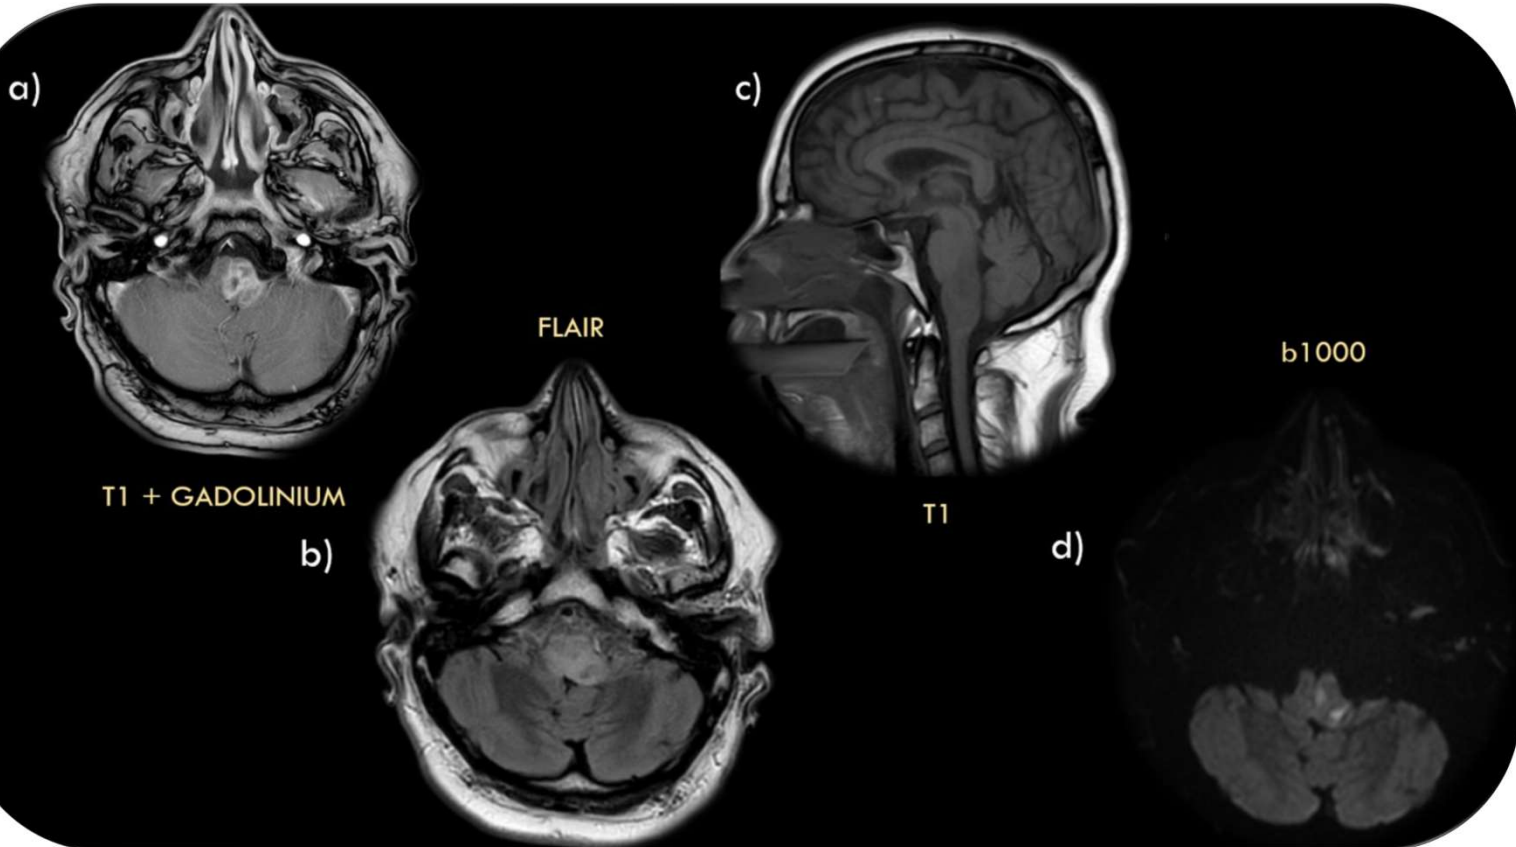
Estudio de RM de un paciente con rombencefalitis por *Listeria monocytogenes*. Área de hiposeñal afectando al margen posterior de la protuberancia y bulbo raquídeo (imagen c). En la secuencia T1 con contraste, se observan varias zonas con realce en anillo irregular en contexto de abscesos. El área afectada mostrada hiperseñal en la secuencia FLAIR y presentaba focos de restricción de la difusión en la secuencia b1000 (imágenes b y d respectivamente).
